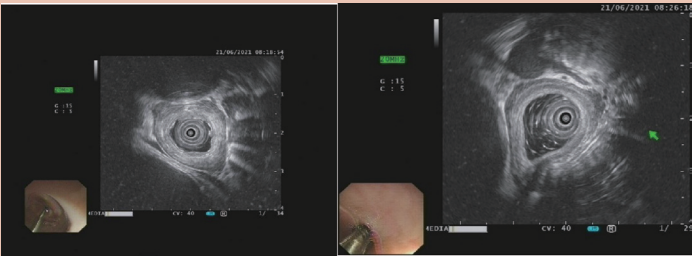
超声内镜检查：狭窄局部黏膜层至黏膜下层分层不清，固有肌层尚完整，局部呈低回声增厚，病变区域局部黏膜层呈中低回声增厚，黏膜层至黏膜下层界限不清，固有肌层尚完整，局部呈低回声向外凸出
